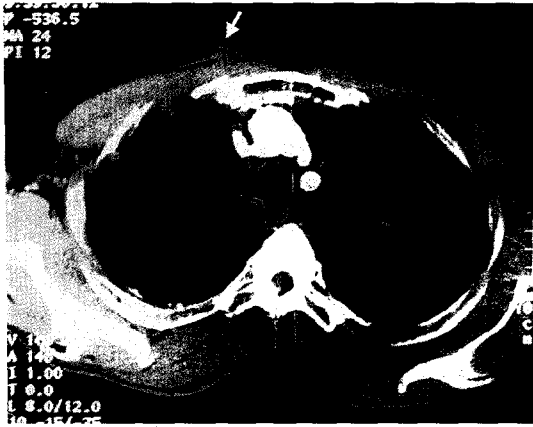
Computerized tomographic scan shows a protruding soft tissue density (arrow) at the previous biopsy site, which is based broadly to the pleura.
